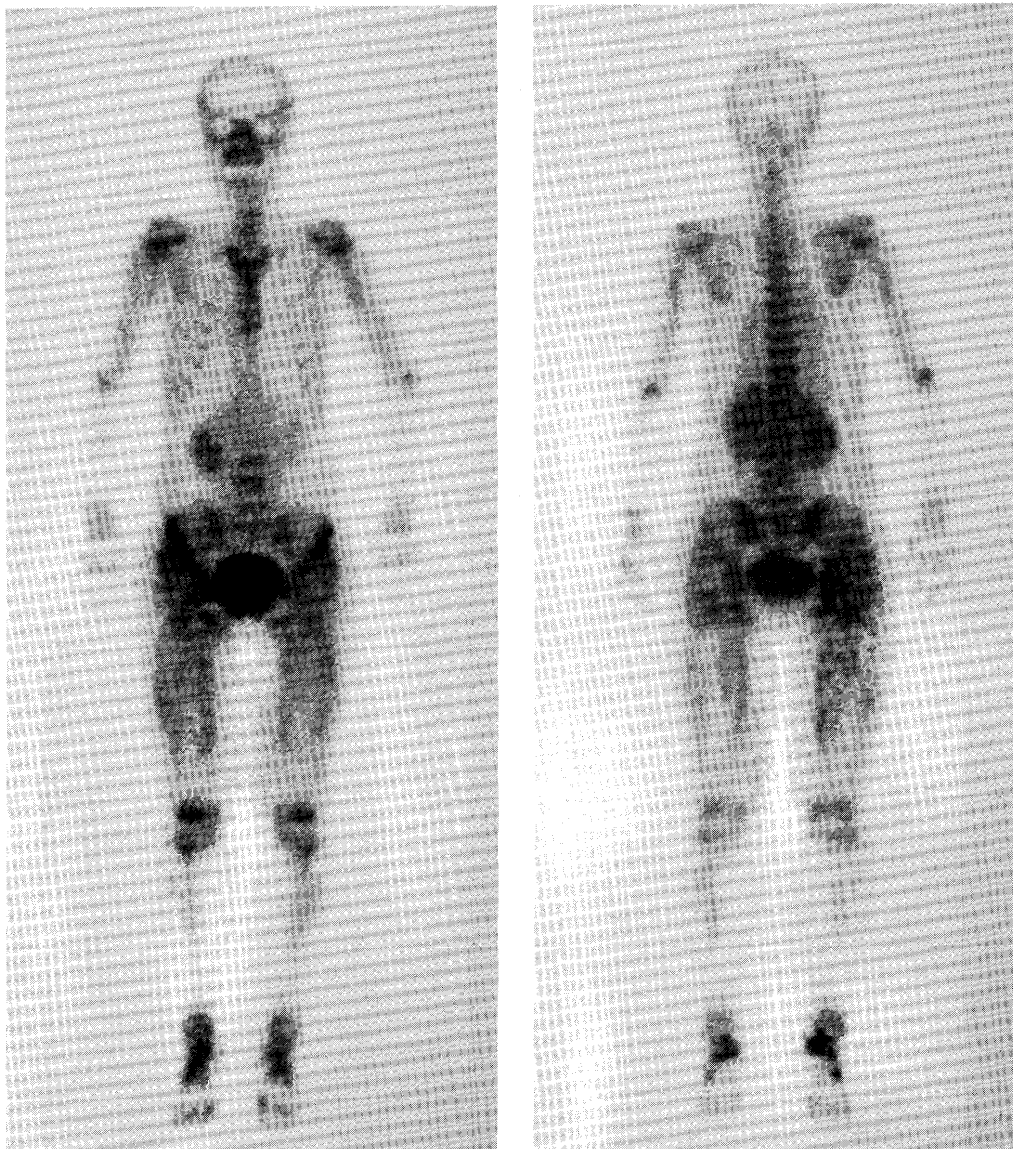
Anterior and posterior whole body bone scintigrams with Tc-99m MDP. Diffuse muscle uptake of the Tc-MDP was seen in the hip, femoral, shin, arm and back regions. Radioactivity of the peripheral bone was diminished.
